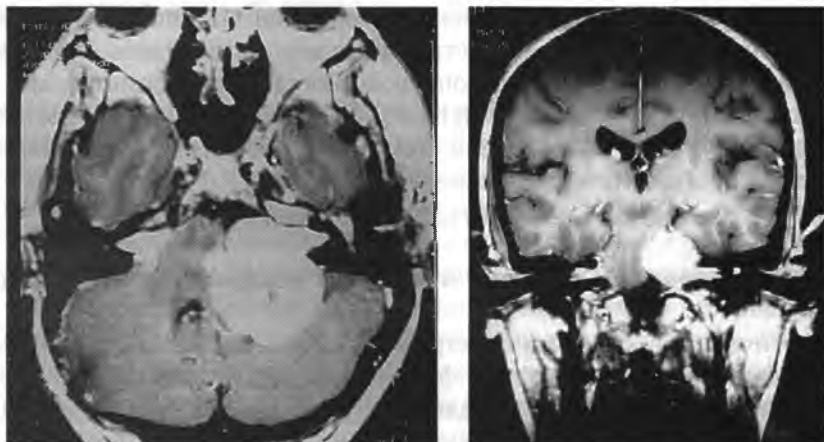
T1-взвешенные МРТ изображения с гадолиниевым контрастированием: двусторонняя невринома слуховых нервов (особенно большая слева) у пациента с нейрофиброматозом
